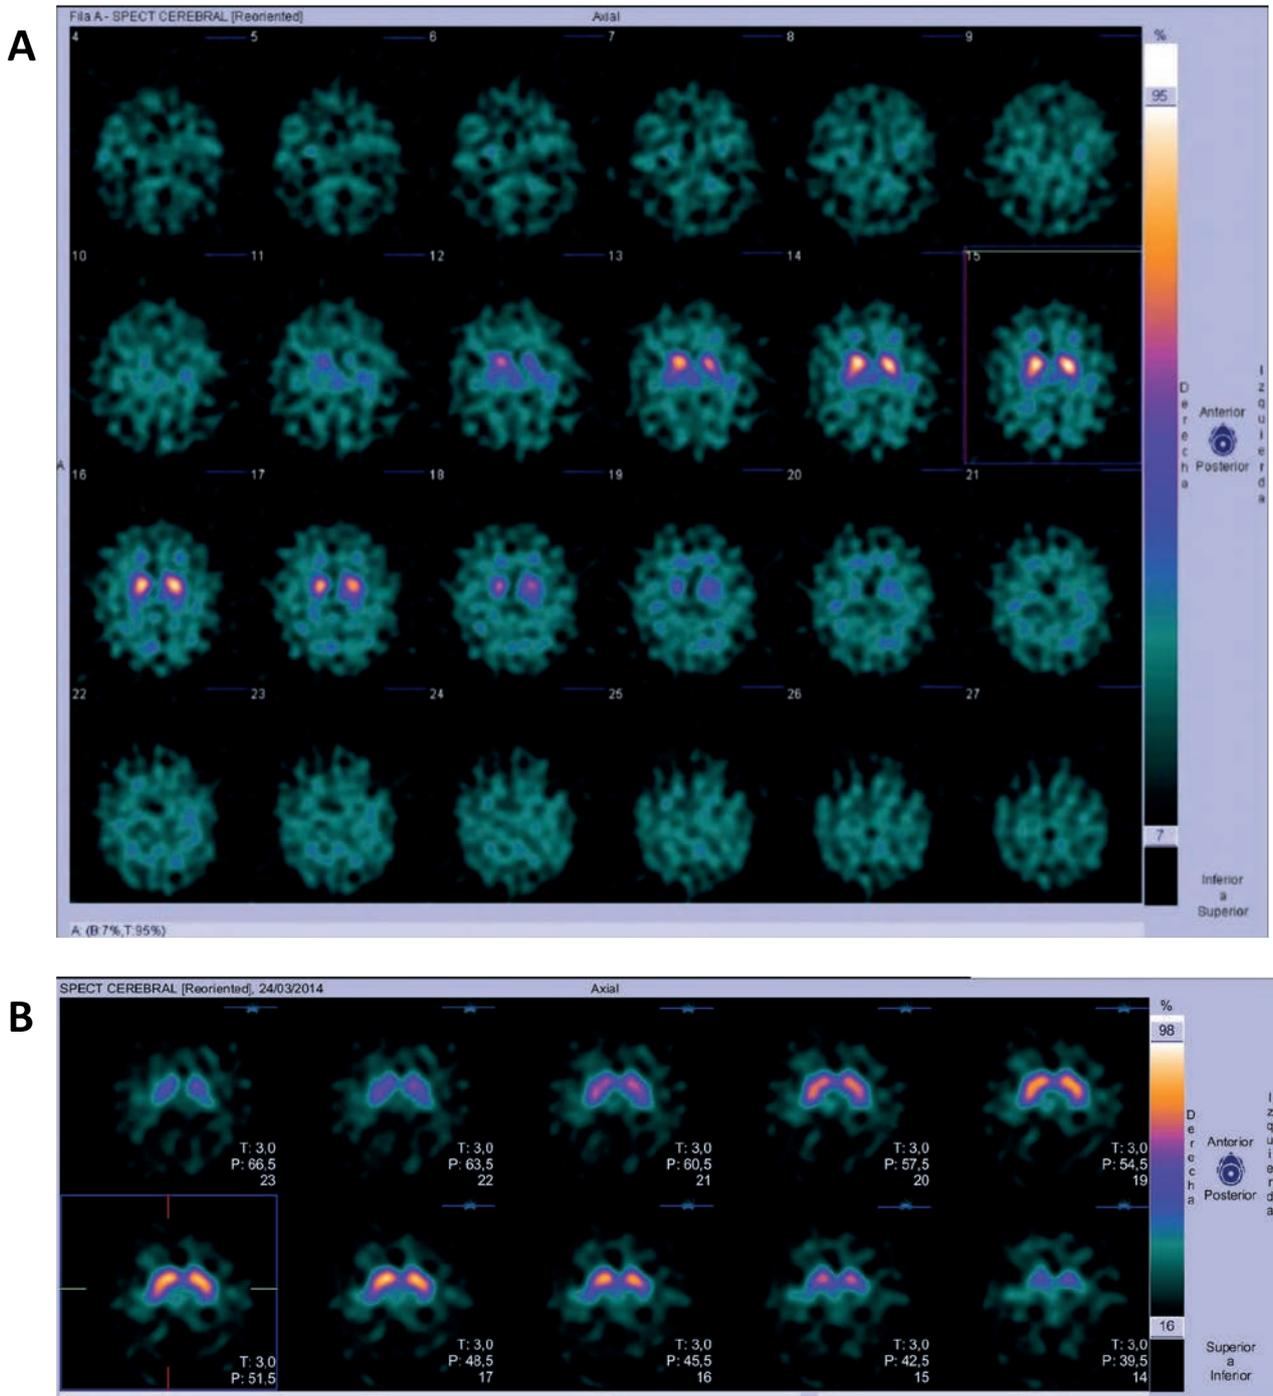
Proyección axial del SPECT con DaTscan A) realizada al paciente en el que se ve una disminución de los transportadores de dopamina, moderada en el putamen derecho y severa en el izquierdo, o B) realizada en un paciente de edad similar sin alteraciones en los ganglios basales.
